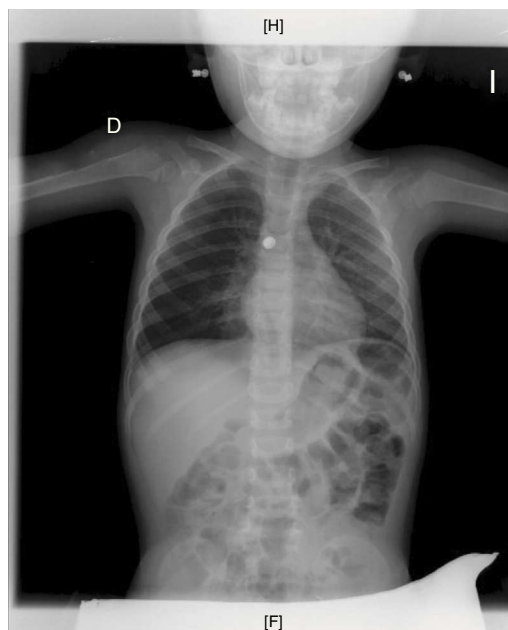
Radiografía de tórax donde se visualiza la presencia de una pila de botón en el bronquio principal derecho.
